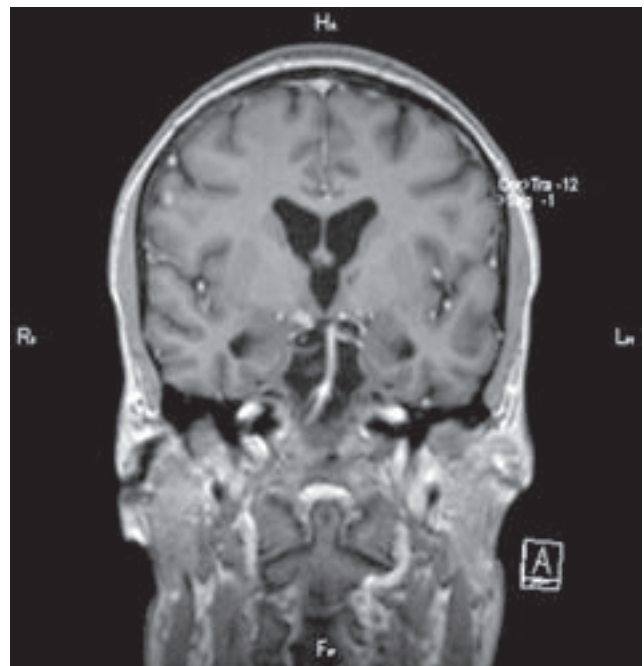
Magnetic resonance 23rd February 2016
